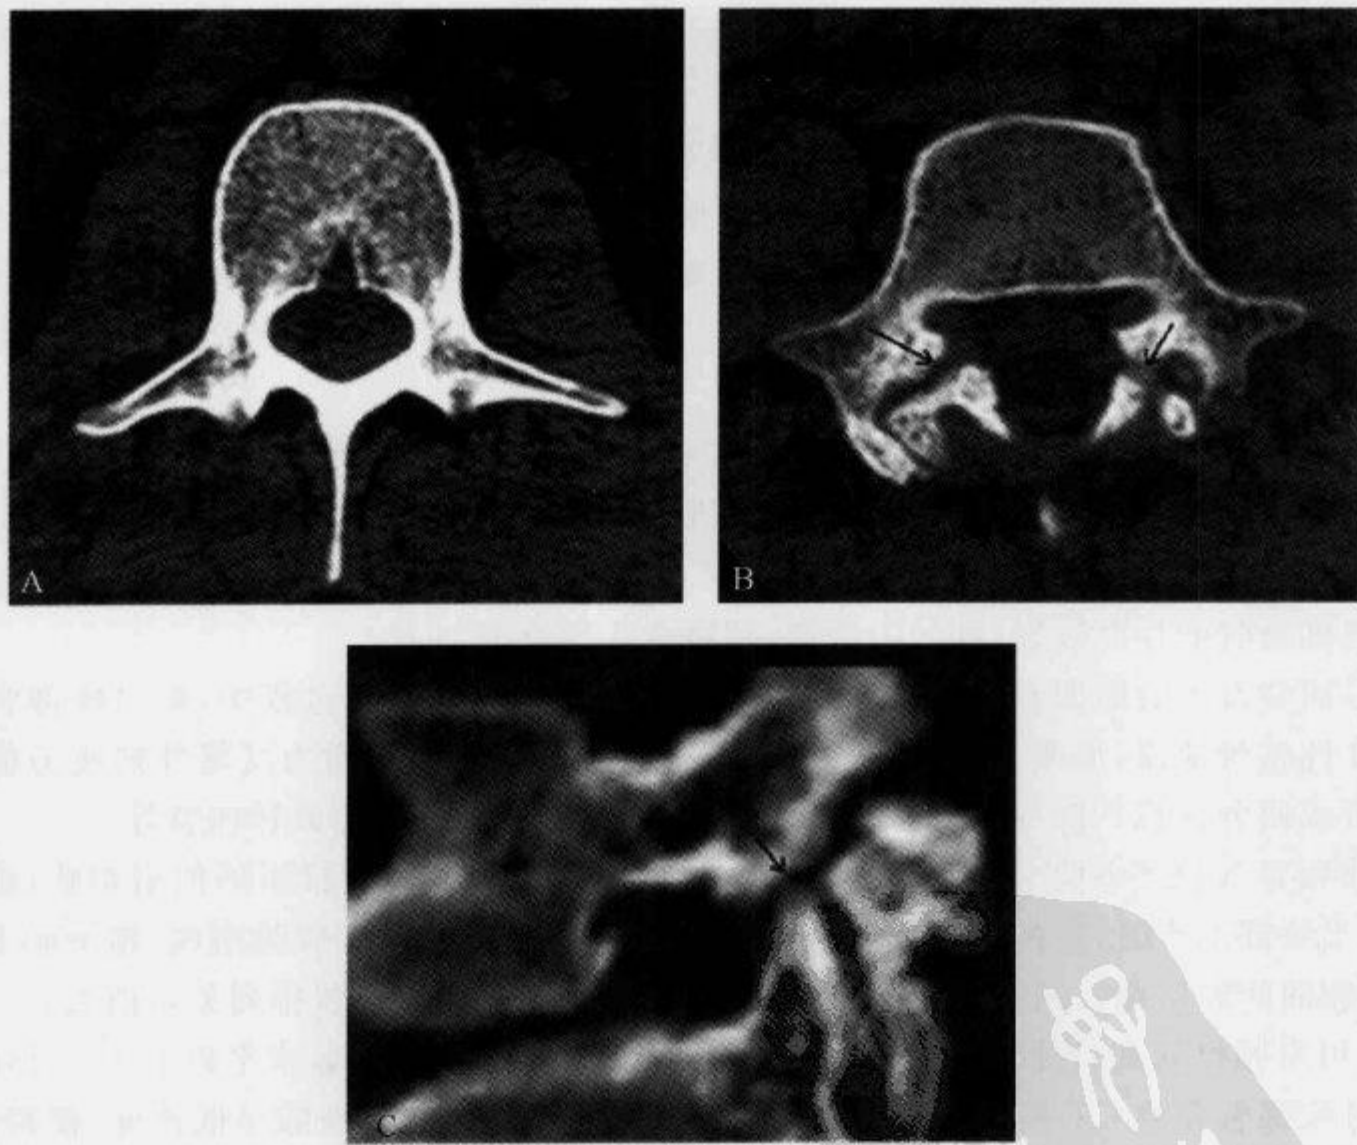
CT 横轴位及 MPR 重建示“环裂征”、双侧椎弓崩裂
